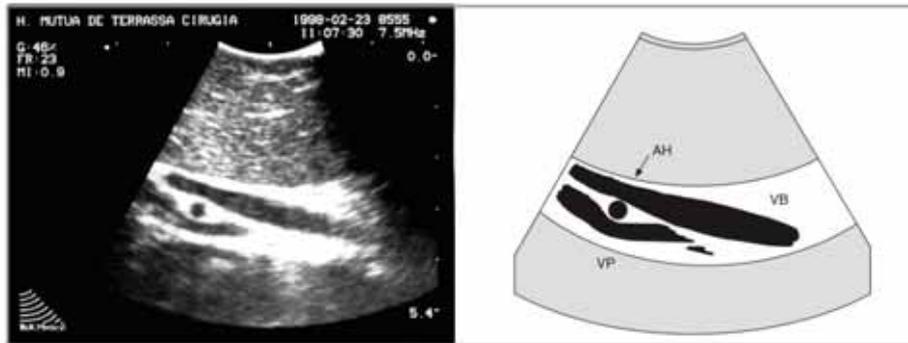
Ecografía laparoscópica: Hilio hepático en sentido longitudinal.
